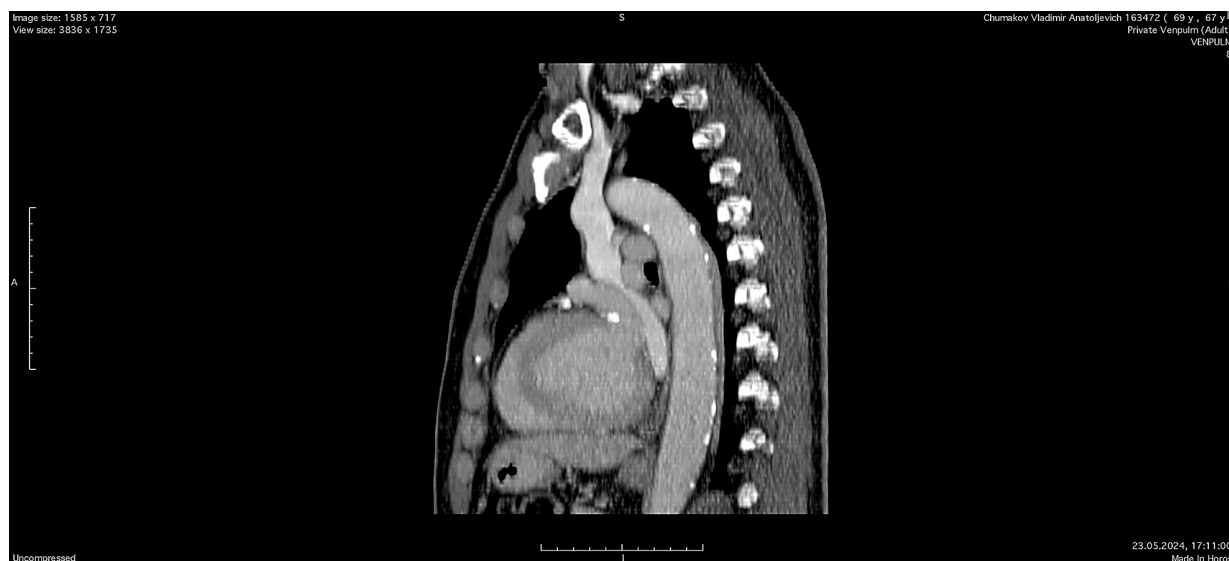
Компьютерно-томографическая ангиография ВПВ с контрастом
